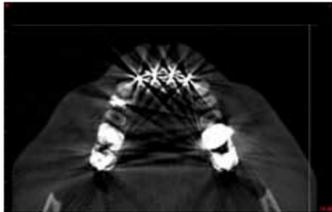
Scattering visibile sulla immagine assiale di una CBCT e derivante dalla presenza di perni endocanalari e corone metalliche
